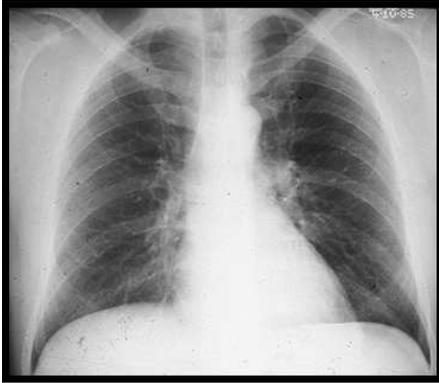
Visão pósterio anterior de uma radiografia de tórax normal. Cortesia de Carol M Black, MD.
